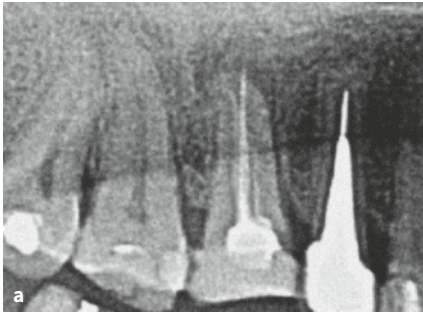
bis f Ausschnittvergrößerung der PSA mit inhomogener Wurzelkanalfüllung in Zahn 16 und diffuser periapikaler Aufhellung (a), Schnittbild in sagittaler Projektion (b) und koronaler Projektion (c) regio Zahn 16 mit inhomogener Wurzelkanalfüllung, apikaler Aufhellung und knöcherner unregelmäßiger Begrenzung zur Kieferhöhle; in der Kieferhöhle finden sich inhomogene knochendichte Neubildungen vom Rand ausgehend, mit entzündlich verdickter, teilweiser blasiger Schleimhaut; intraorale Röntgenkontrollaufnahme von Zahn 16 nach 2 Jahren mit apikal unauffälligem Befund (d), vergleichende Gegenüberstellung regio 16 mesiobukkale Wurzel (e) sowie distobukkale und palatinale Wurzel (f) mit deutlicher Verkleinerung der apikalen Aufhellung: Die knöchernen Neubildungen innerhalb der Kieferhöhle zeigen kein weiteres Wachstum.
